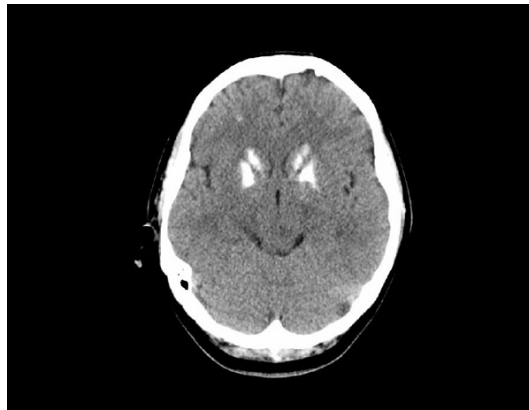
Brain CT image. Symmetric high attenuation is noted in the basal ganglia and dentate nucleus suggesting calcification.
